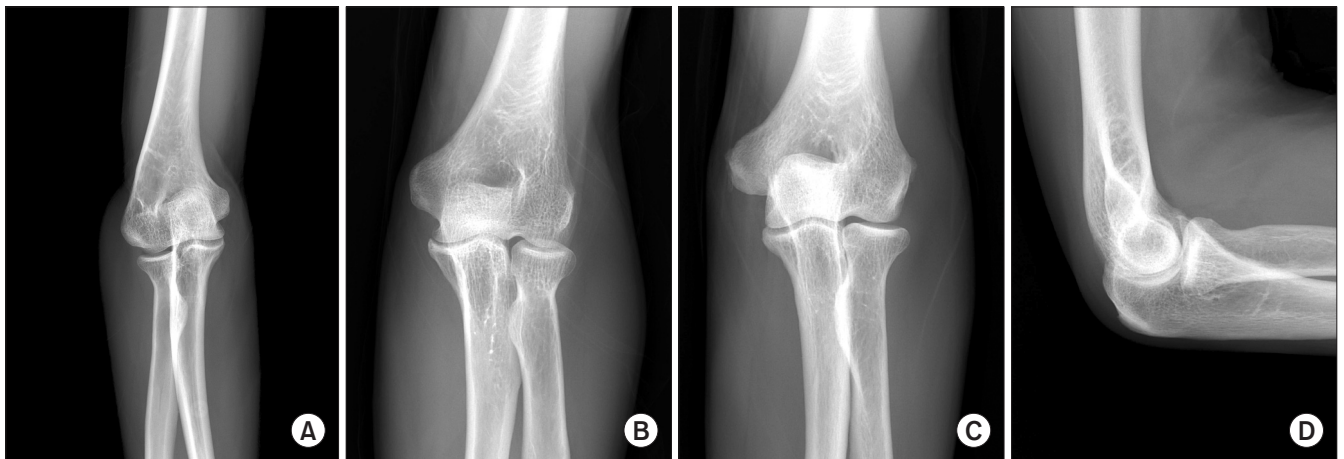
Radiologically excluded cases (A, B) and included case (C, D) are presented. (A) An anteroposterior radiograph of a 39-year-old male with post traumatic cubitus varus deformity. (B) In an anteroposterior radiograph of a 55-year-old male, there are medial osteophytes on the humerus and the ulna. (C, D) A small osteophytes are identified at the coronoid process and olecranon of a 62-year-old male. There is no medial osteophyte on the humerus and ulna.
